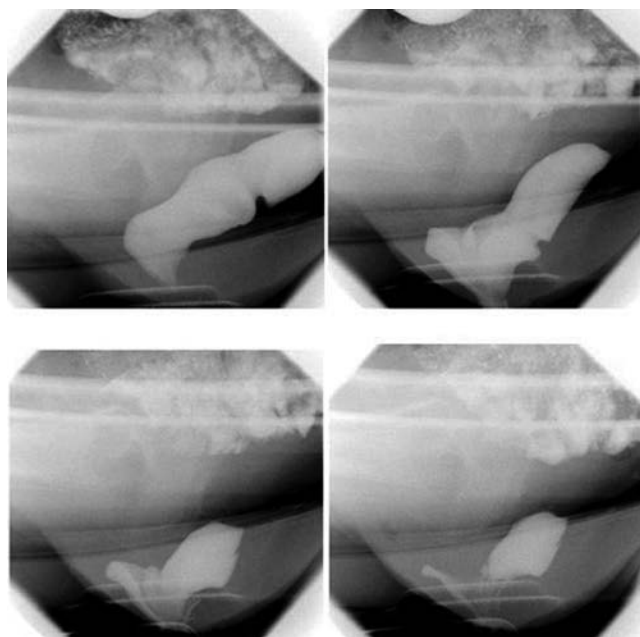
Defecografía dinámica donde se observa invaginación del recto dentro del canal anal, con secuestro del contraste en el rectocele anterior y vaciamiento incompleto del material de contraste.
